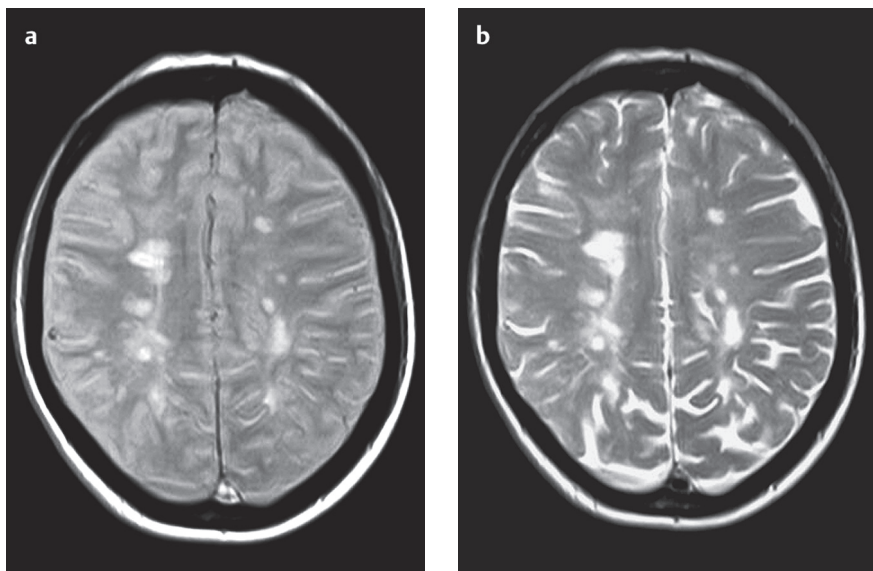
а, б Рассеянный склероз. МРТ, взвешенное по протонной плотности изображение (а) и T2-ВИ (б) в аксиальной плоскости. Гиперинтенсивные очаги в перивентрикулярном белом веществе.
